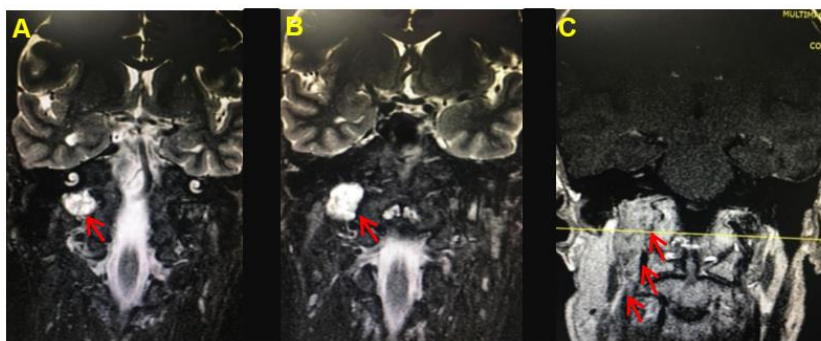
Em A e B, RM em T2 coronal, demonstrando a lesão com hipersinal no forame jugular. Em C, RM coronal, T1 após contraste (gadolínio). O tumor realça intensamente. A base das setas representa o tumor da bainha neural (schwannoma).
